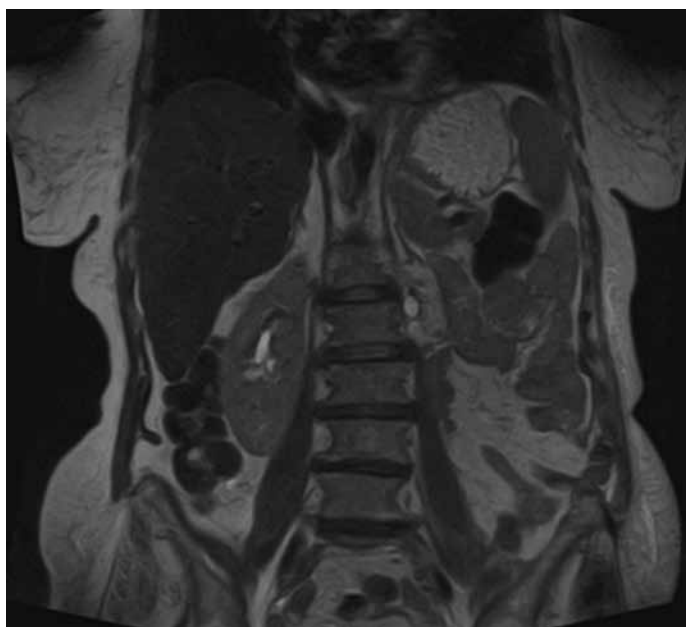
МРТ органов брюшной полости и забрюшинного пространства (корональная плоскость, T2-взвешенное изображение) через 7 суток после операции
